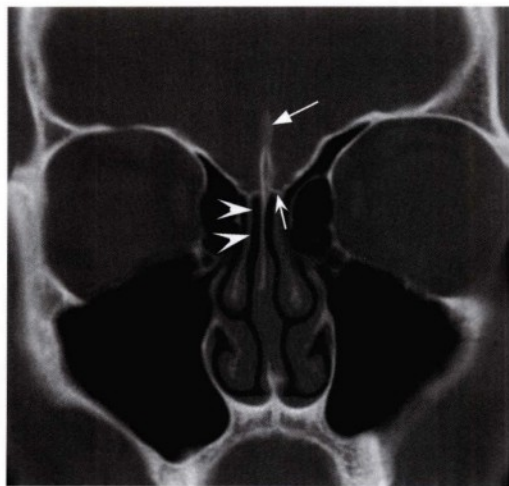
嗅球水平的冠状位CT骨窗，显示正常的充气良好的嗅隐窝（无尾箭头）。图中显示筛板（凹箭头）位于鸡冠（直箭头）下外侧。鸡冠是前部大脑镰在颅底的附着点。
